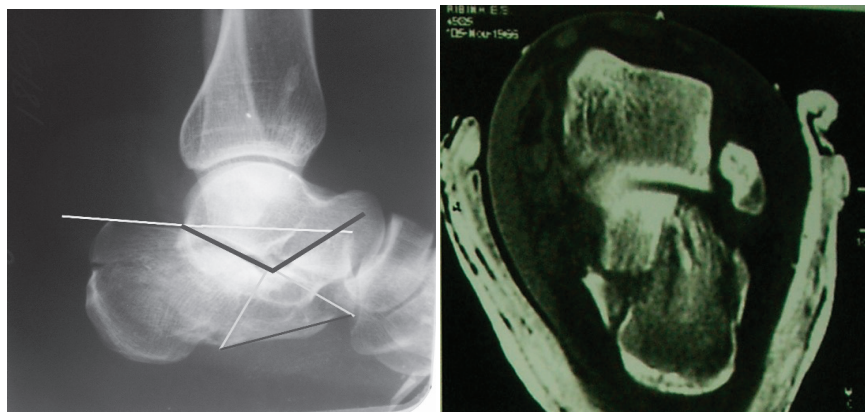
Б-я Р. 39 лет. Травму получила в результате падения с высоты (упала в яму) 02.08.10. Результаты КТ от 18.08.10
